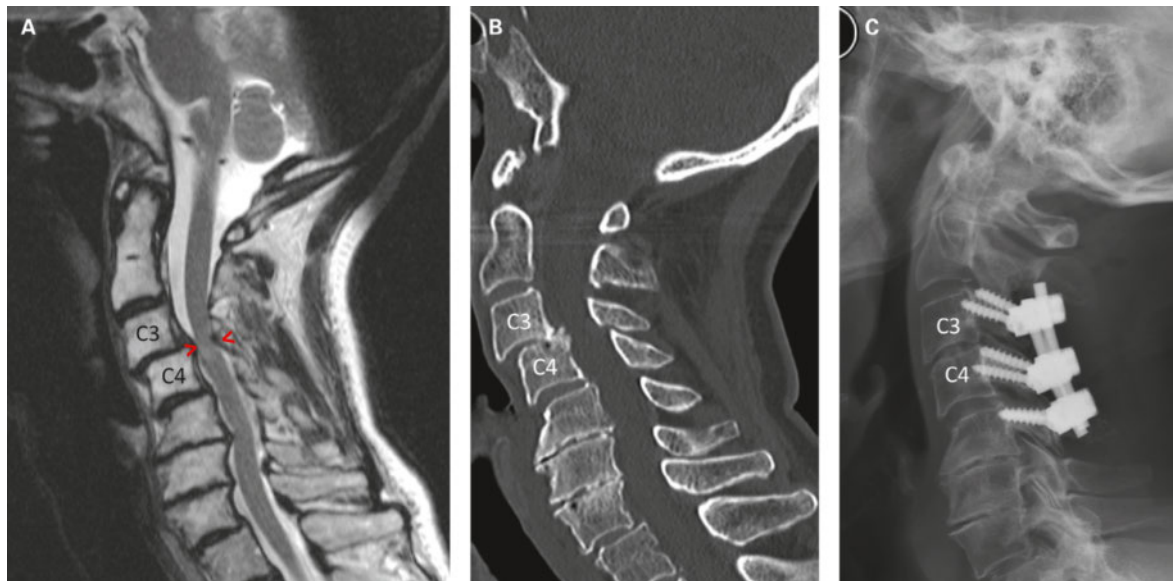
Magnetresonanztomogramm (A) und Computertomogramm (B) der Halswirbelsäule einer 82-jährigen Patientin mit Nackenschmerzen, Lhermitte-Symptomatik und leichter Gangataxie. Signalveränderung im Rückenmark (> <) und Gleitwirbel C3–C4 als Ausdruck einer «Instabilität». In dieser Situation ist eine chirurgische Behandlung indiziert: Dekompression des Spinalkanales von dorsal und Stabilisierung der instabilen Segmente (C, konventionell radiologische Darstellung).
